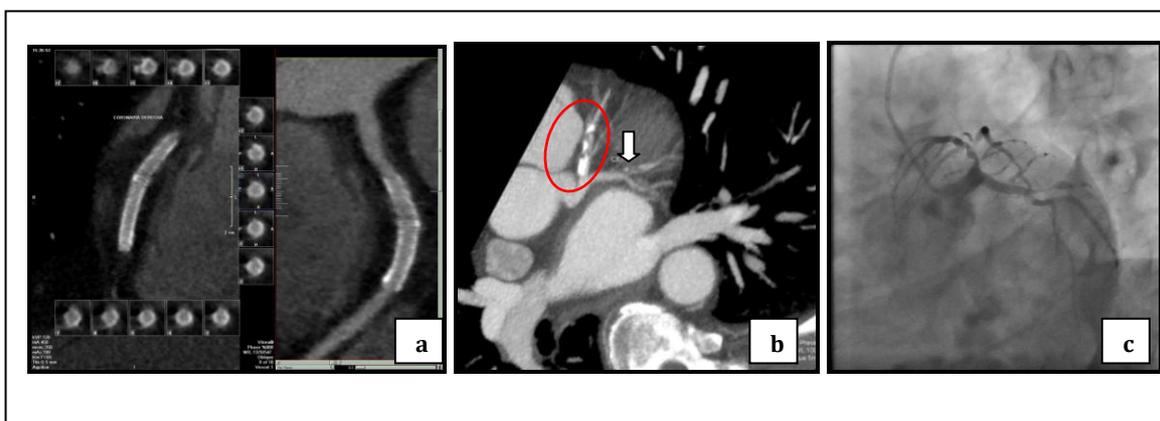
a) Plano curvilíneo y cortes transversales en este eje, donde se evidencia Stents telescopados en arteria CD, permeables, sin reestenosis; en b) Corte axial donde se aprecian las lesiones en arteria descendente anterior (DA) en rojo, con abundante calcio proximal, y de la rama latero ventricular de circunfleja (LV) flecha, y en c) angiografía de arteria coronaria izquierda semejando la proyección b de la TAC MS.
